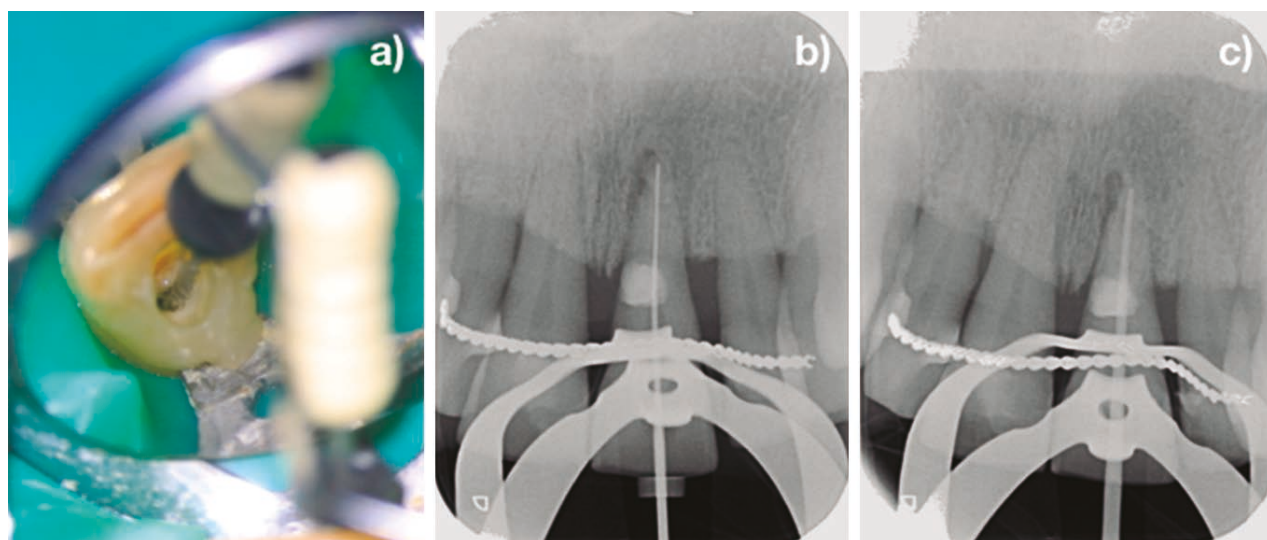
Secuencia inicial de tratamiento endodóntico. a) Longitud de trabajo; b) Radiografía de longitud de trabajo; c) Radiografía de cono maestro.
